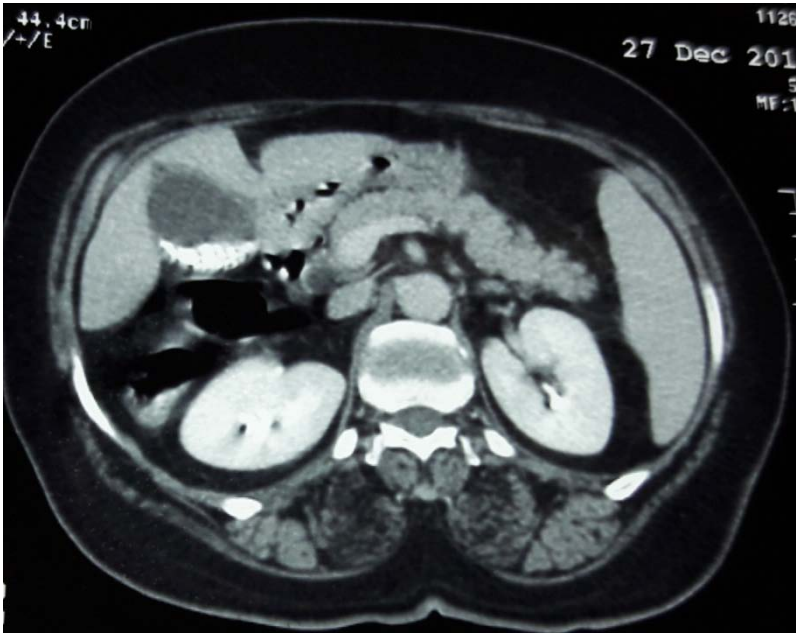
Image TDM d'une pancréatite aigue stade B
